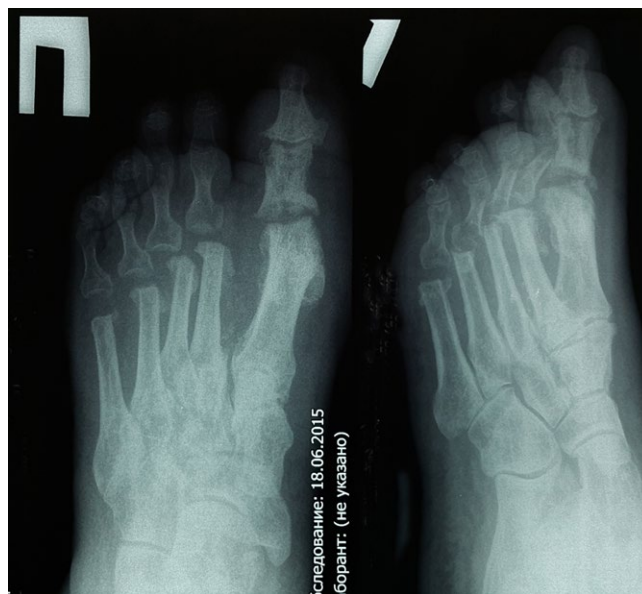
Рентгенограммы правой стопы через 3,5 месяца после операции (удалена 2-я спица)
